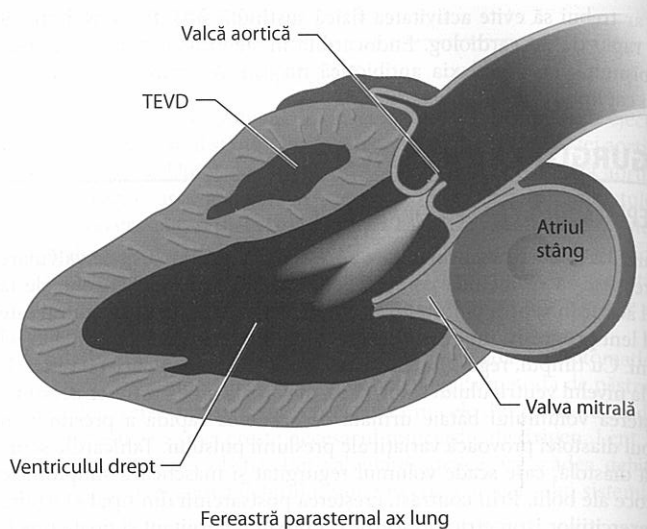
Ilustrație a ecocardiografiei arătând regurgitare aortică. A se observa fluxul retrograd spre ventriculul stâng. TEVD = tractul de ejeție al ventriculului drept. [Prin amabilitatea P. Lynch, MD, cu permisiunea Departamentului de cardiologie Yale și Programului de imagistică pentru cancer.]
